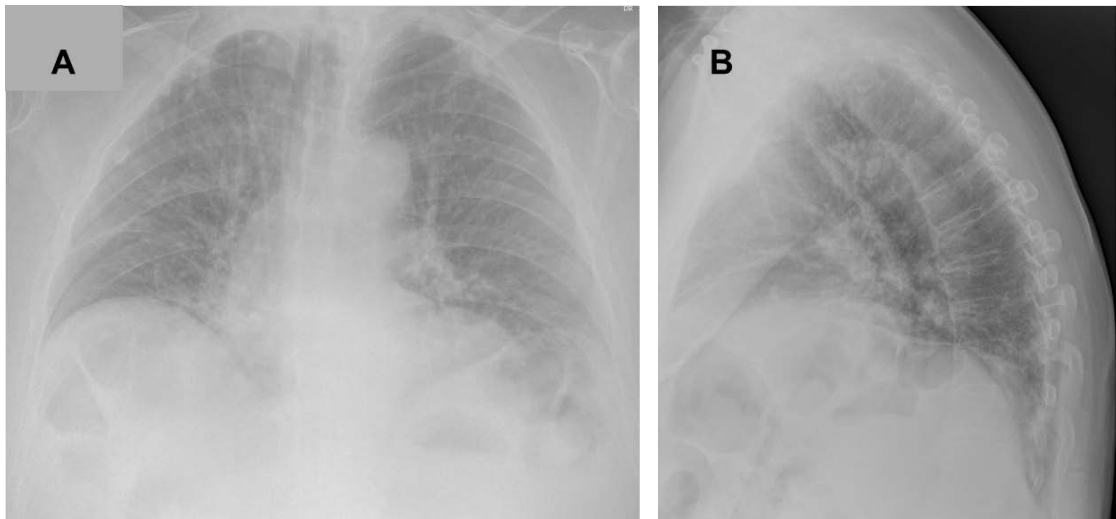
Radiografía de tórax posteroanterior (A) y lateral (B), que muestra elevación del diafragma derecho e inspiración insuficiente.
